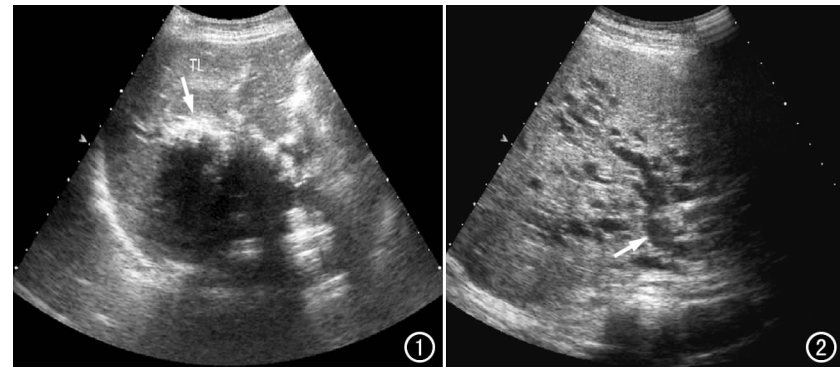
移植肝多发性胆管结石。超声复查示移植肝右叶内沿胆管走行呈带状分布的多个强回声光团,后方伴声影(箭)。图 2 肝移植术后 4 个月胆总管内胆泥形成伴肝管扩张。超声检查示肝内胆管广泛扩张(箭)。
